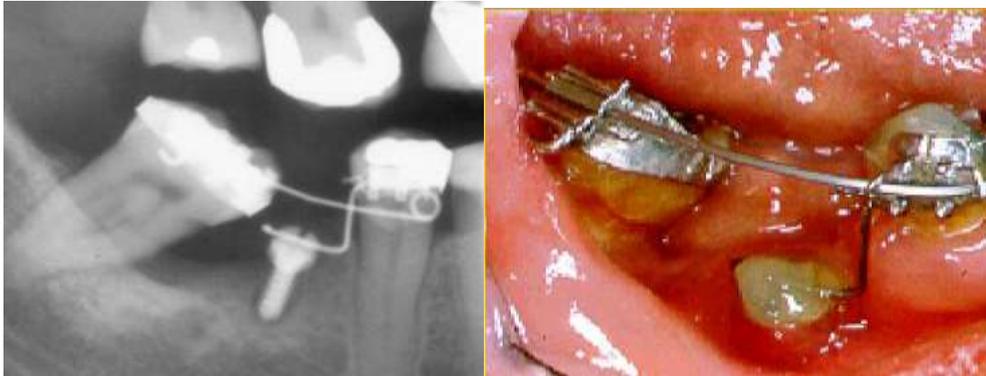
Vue radiographique et endo-buccale du redressement renforcé par une mini-vis. (93)
